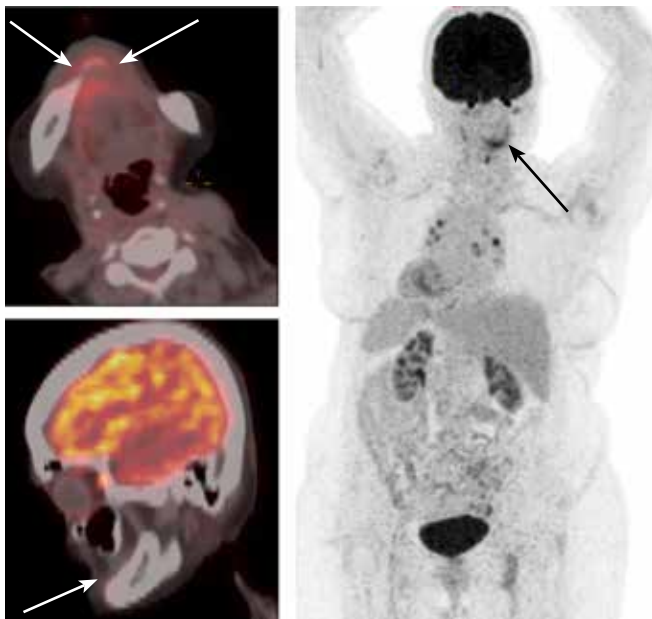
Контрольная позитронная эмиссионная томография (ПЭТ), совмещенная с компьютерной томографией от августа 2024 г. Сохраняется полная ПЭТ-ремиссия. Стрелками указаны области, в которых ранее определялась рецидивная опухоль
